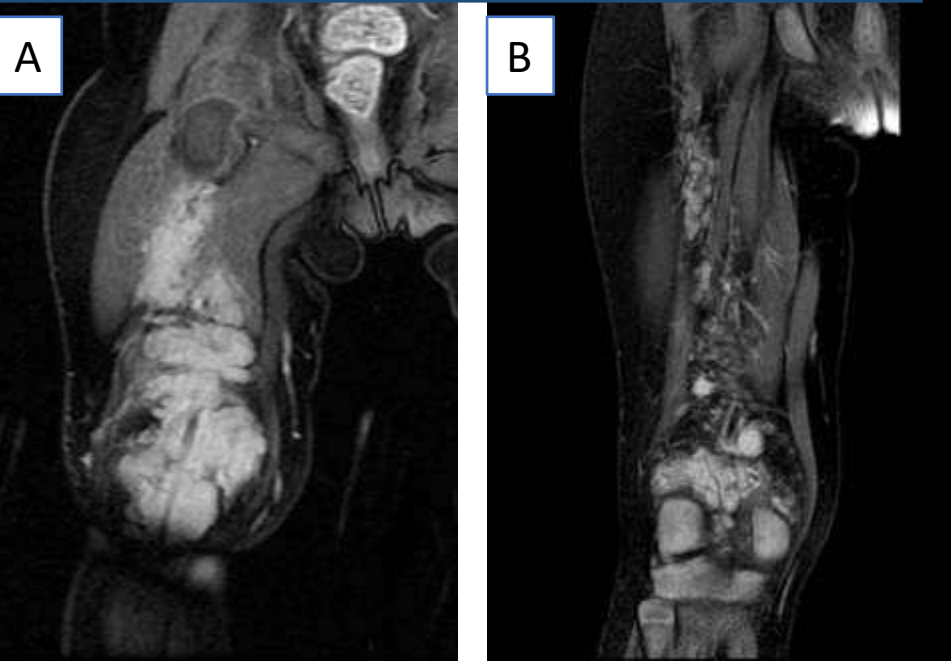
Imágenes de RM de hemangioma congénito parcialmente involutivo (PICH) en neonata (A) y 3 años después (B)
